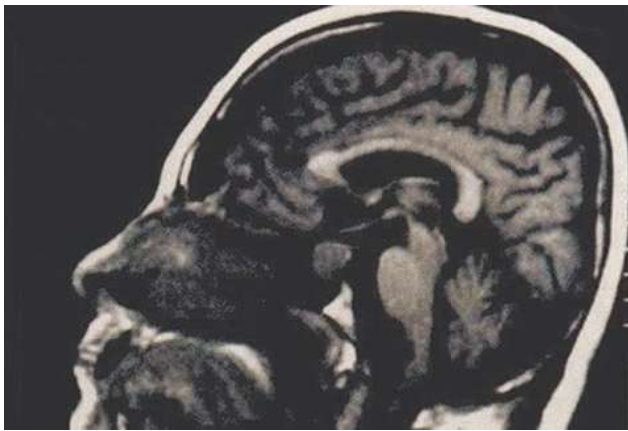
TC sagital de adenoma de hipófisis.
